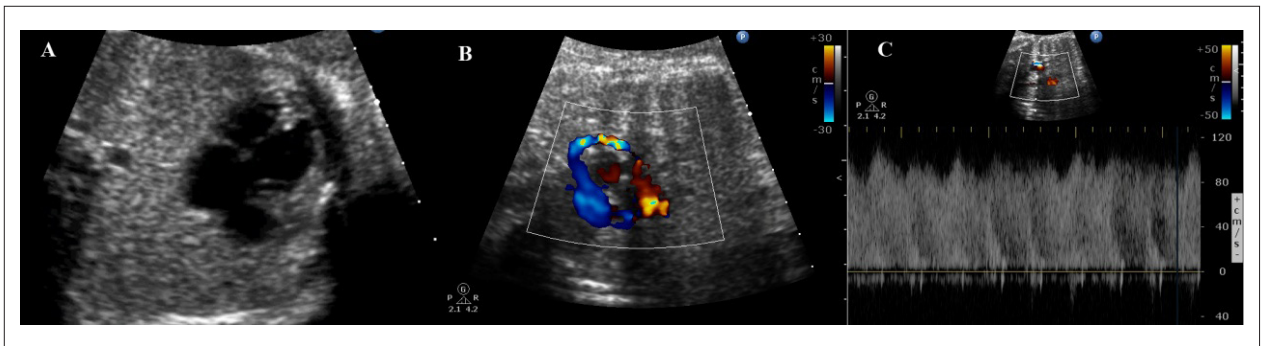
Ecocardiograma fetal. A) Proyección apical cuatro cámaras, con aumento de la distancia entre la aorta torácica descendente y el atrio izquierdo. B) Colector venoso y la vena vertical ascendente, evidenciando la aceleración del flujo con (mosaico). C) Doppler en la vena vertical ascendente, en el lugar de mayor aceleración de flujo, mostrando el aumento de velocidad (1,14 m/s).
